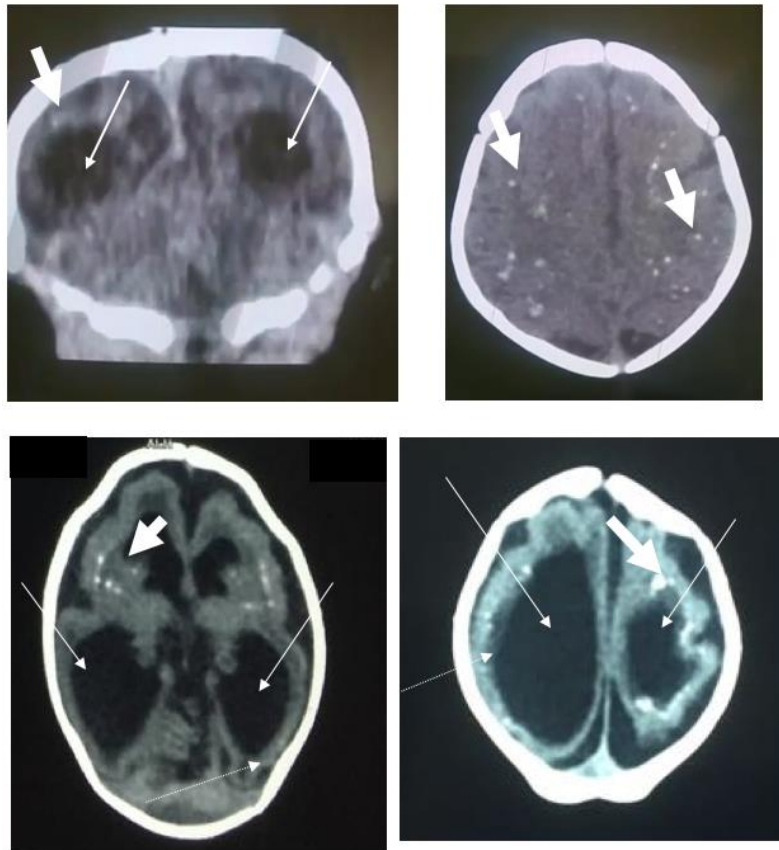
Anomalías cerebrales de dos de los casos con embriopatía por ZIKV. Tomografías axiales computadas (TAC) donde se observan calcificaciones cortico-subcorticales (flechas gruesas) y ventriculomegalia y atrofia cerebral (flechas delgadas).
